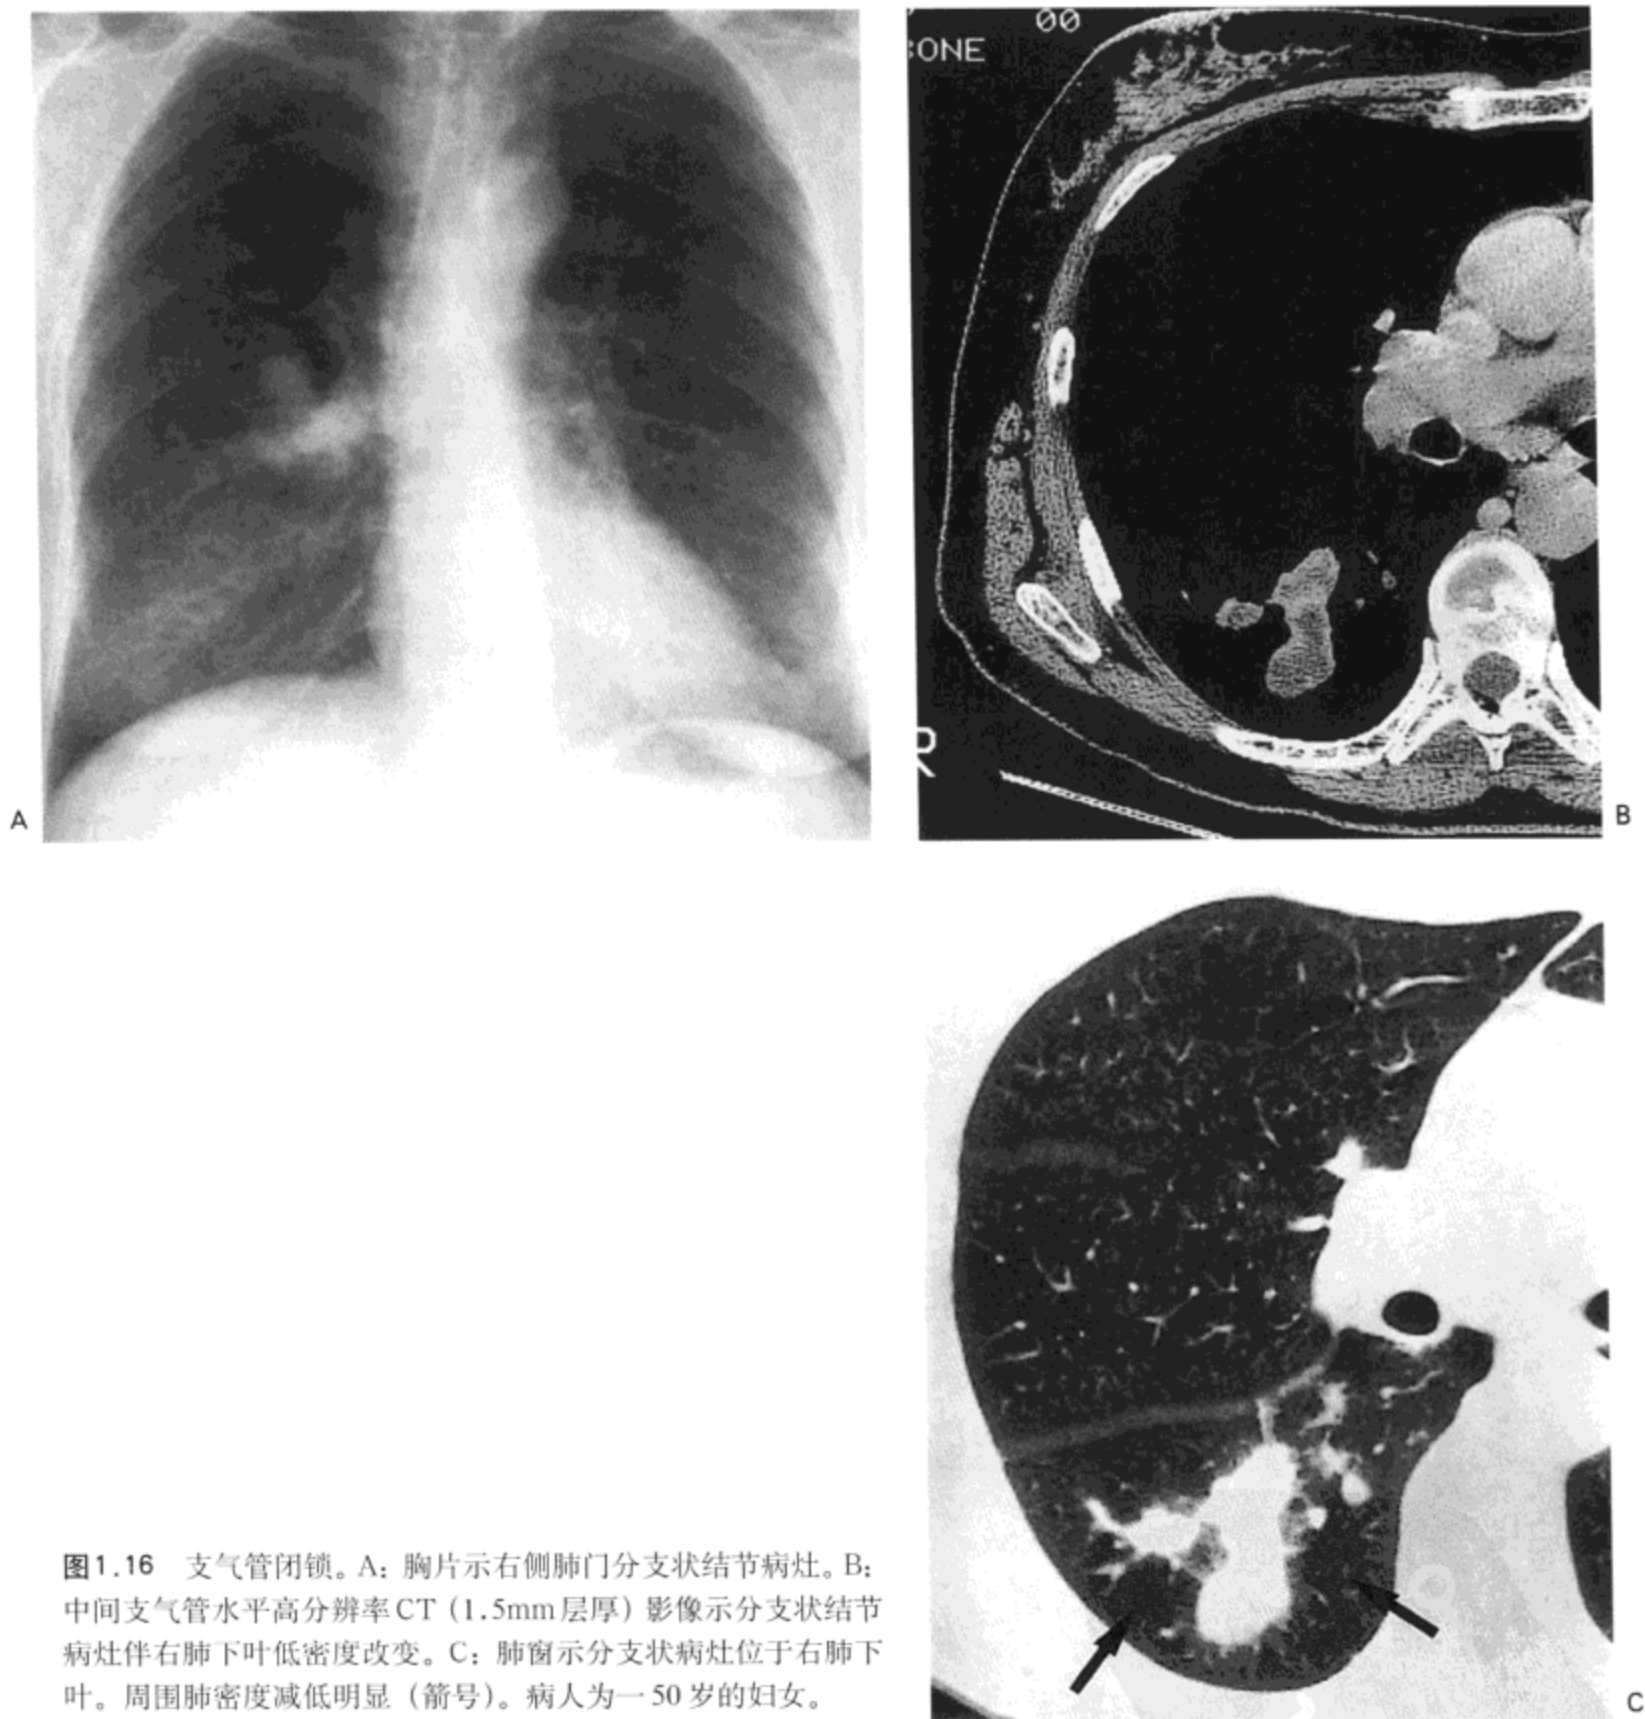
支气管闭锁。A: 胸片示右侧肺门分支状结节病灶。B: 中间支气管水平高分辨率CT (1.5mm层厚) 影像示分支状结节病灶伴右肺下叶低密度改变。C: 肺窗示分支状病灶位于右肺下叶。周围肺密度减低明显 (箭号)。病人为一50岁的妇女。
